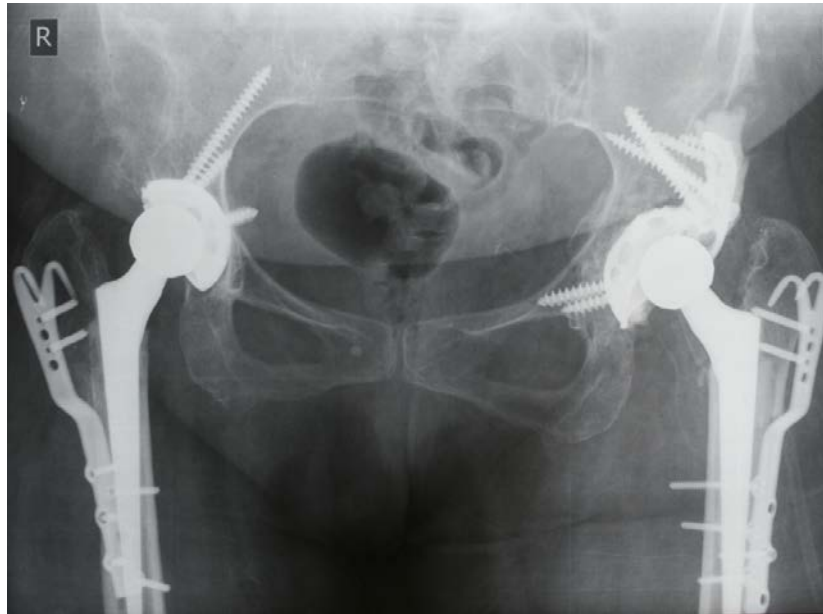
Рентгенограмма после реэндопротезирования
